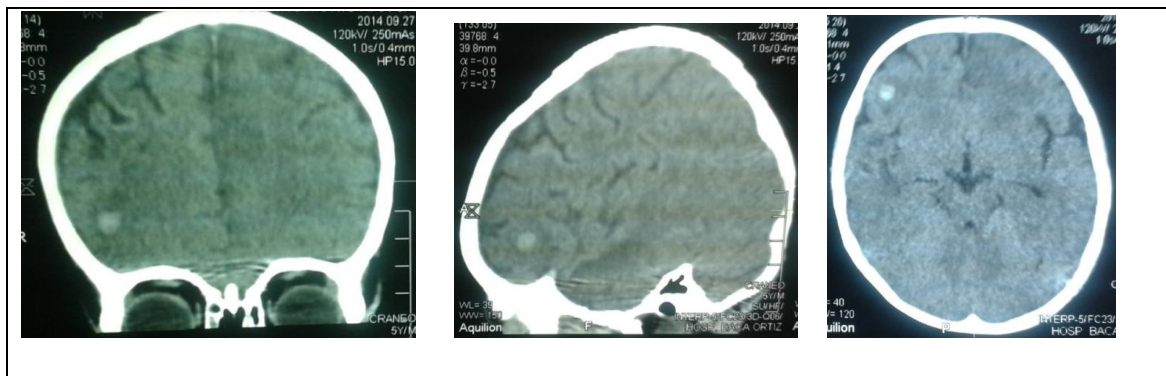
Imagen de Tomografía cráneo
